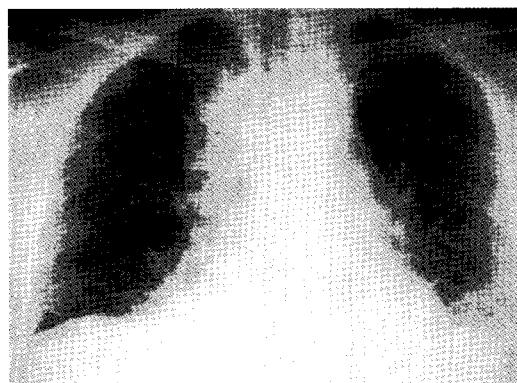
Chest X-ray showing enlargement of the mediastinum and both pleural effusion.
